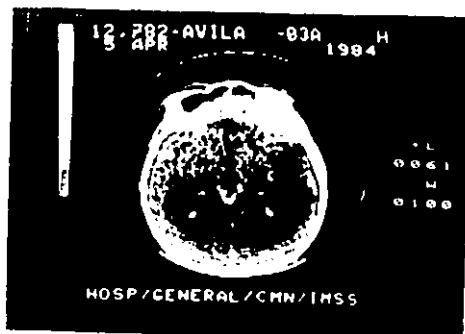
Tomografía preoperatoria, estudio de tipo simple sin inyección de medio de contraste, en donde se puede ver una imagen sospechosa a nivel del área pineal.
